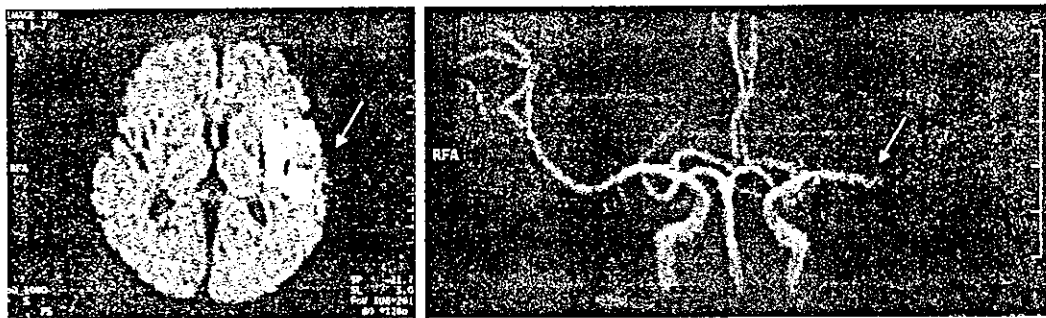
脳梗塞のdiffusion MRI (左, 矢印が梗塞像) 及びMRA (右, 矢印が閉塞部位)
